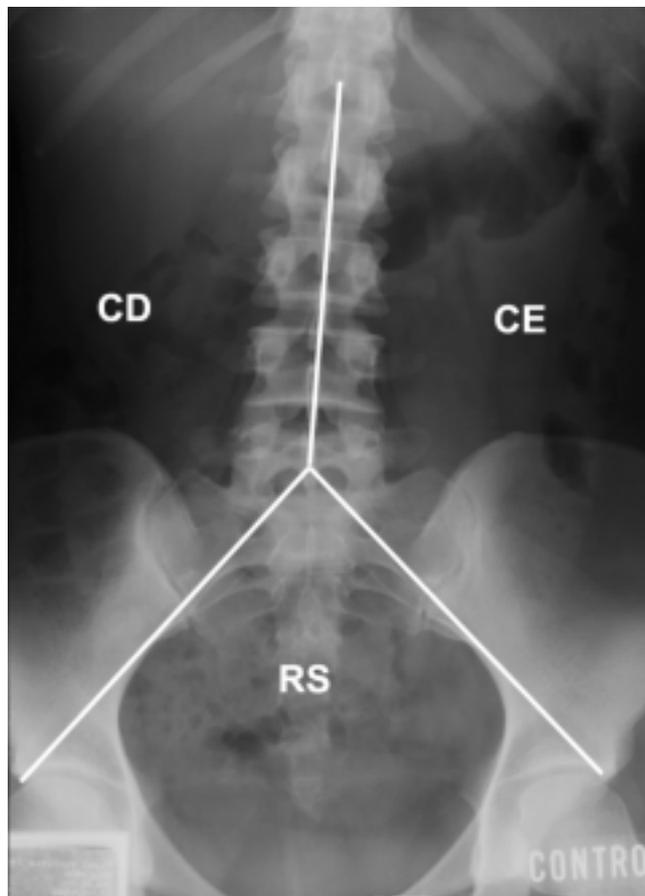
Radiografia com a divisão dos segmentos colônico direito (CD), esquerdo (CE) e reto-sigmóide (RS).
